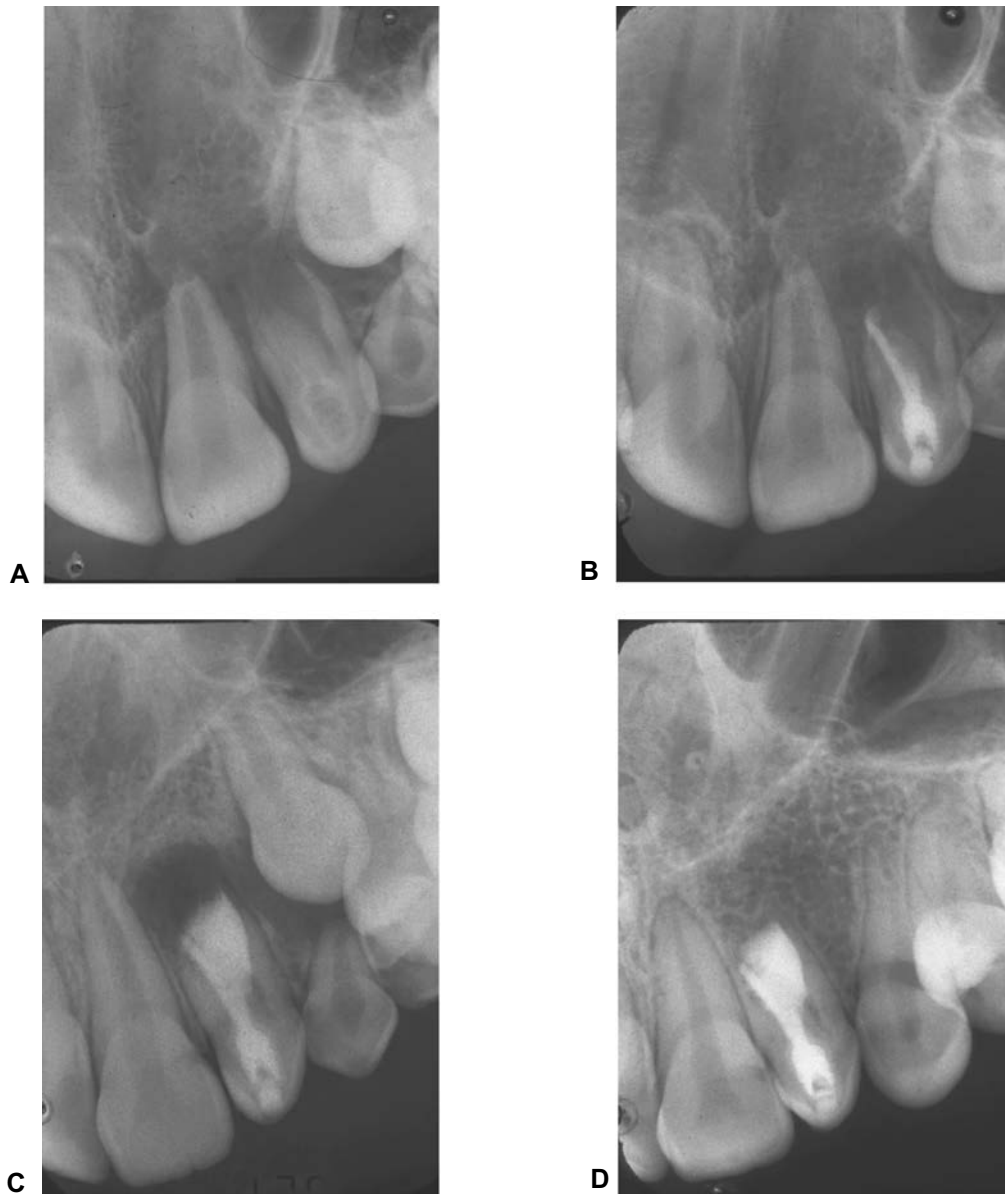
Radiografía de un *dens in dente*. (A) Imagen inicial. (B) Tratamiento endodóncico. (C) Obturación retrógrada quirúrgica con MTA. (D) Reparación periapical después de 16 meses.
